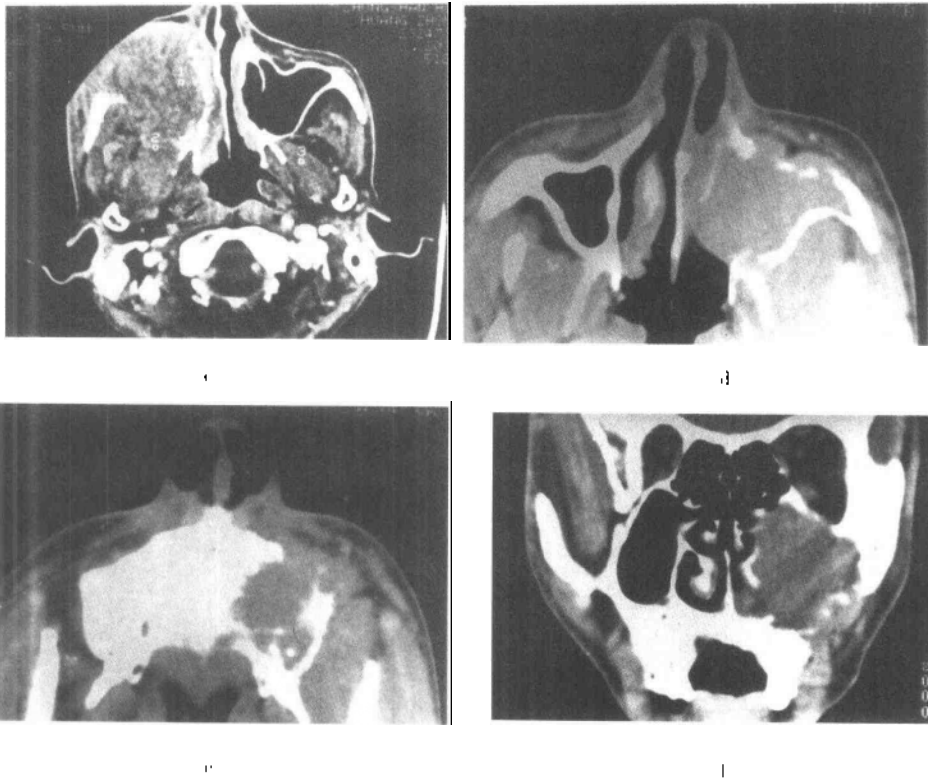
a~d 上颌窦恶性肿瘤的 CT 表现
